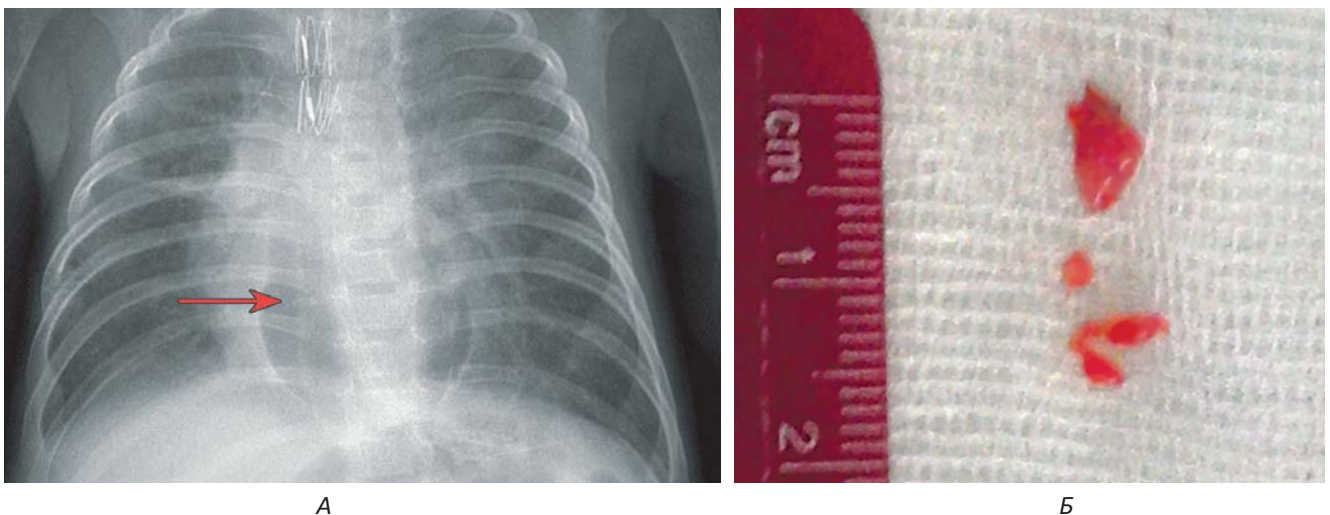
Ускладнення стентування трахеї. А – оглядова рентгенограма ОГК після дилатації та стентування трахеї. Ненапружений пневмомедіастинум (стрілка) втручання не потребував. Б – видалені грануляції із зони стента, що спричинили обструкцію трахеї
